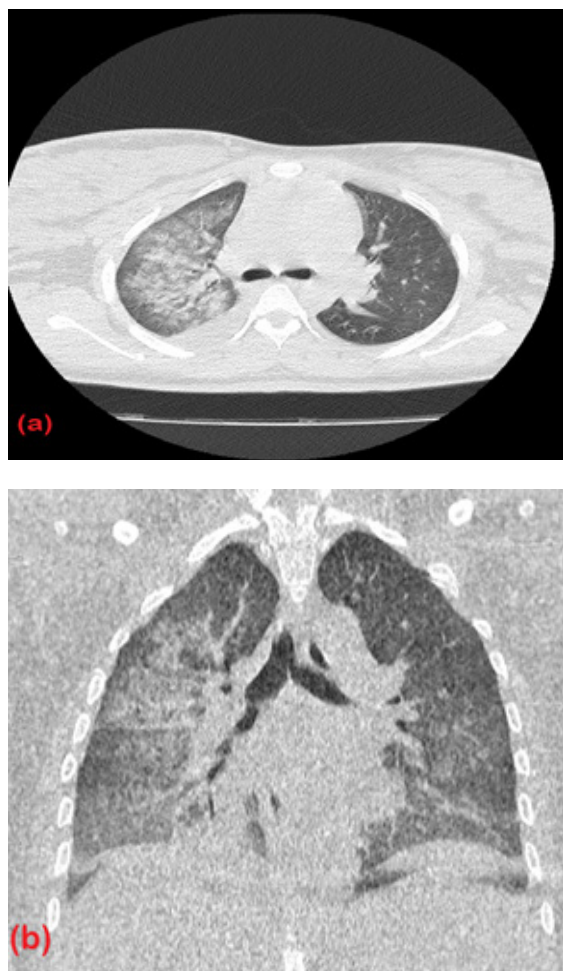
Thoracic CT scan without injection of contrast agent in a parenchymal window: (a) in axial section and (b) coronal reconstruction showing multiple peri-bronchial alveolar opacities, poorly delimited, confluent in appearance, hyperdensity in "frosted glass" of the lower regions.
